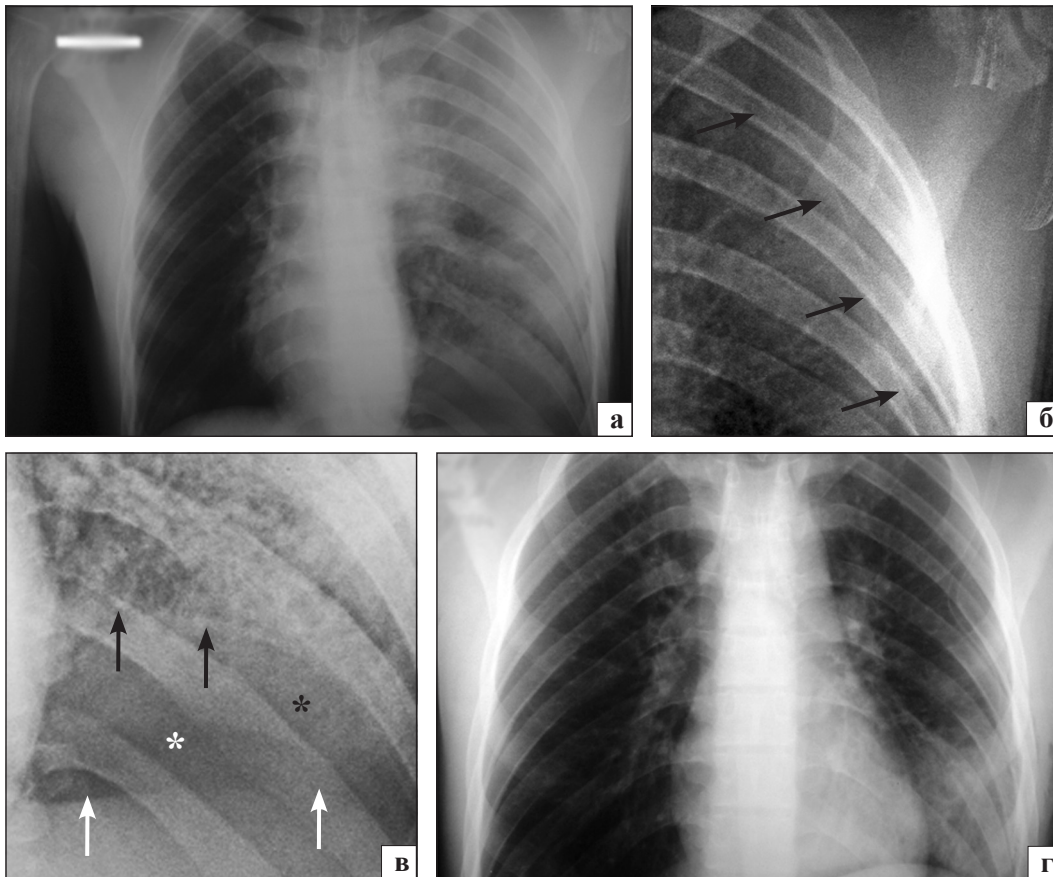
Фото рентгенограмм пациента А., 19 лет, до (а) и после (г) дренирования правой плевральной полости, увеличенные фрагменты рентгенограммы а (б, в)
